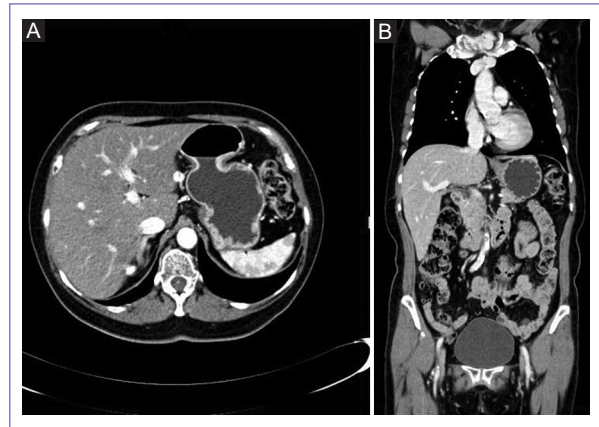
A: plano axial de la TC. B: plano coronal de la TC, donde no se observan imágenes sospechosas de actividad tumoral a nivel torácico abdominal.
